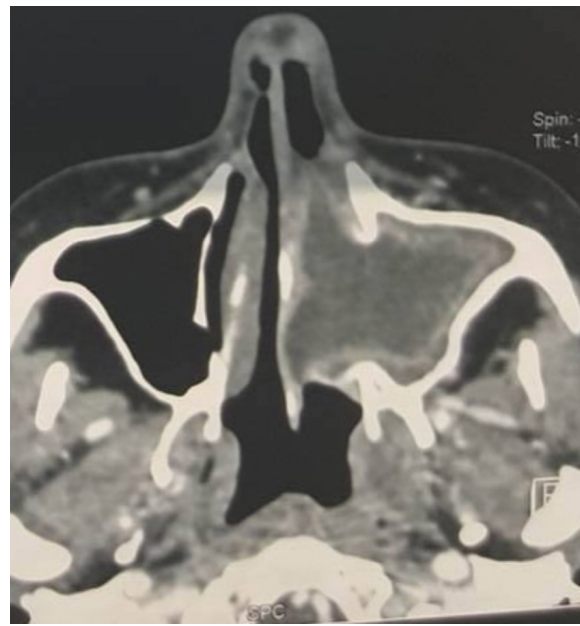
TDM en coupe axiale
